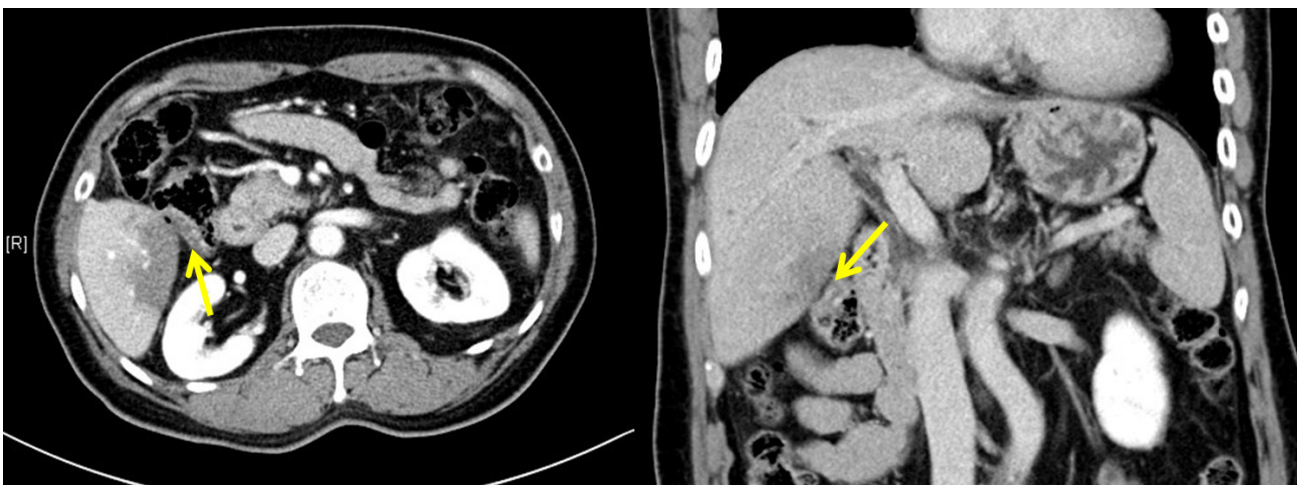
Post-ablation abdominal CT revealed thickening of the right colonic flexure adjacent to the lesion (arrow) that had been ablated.
